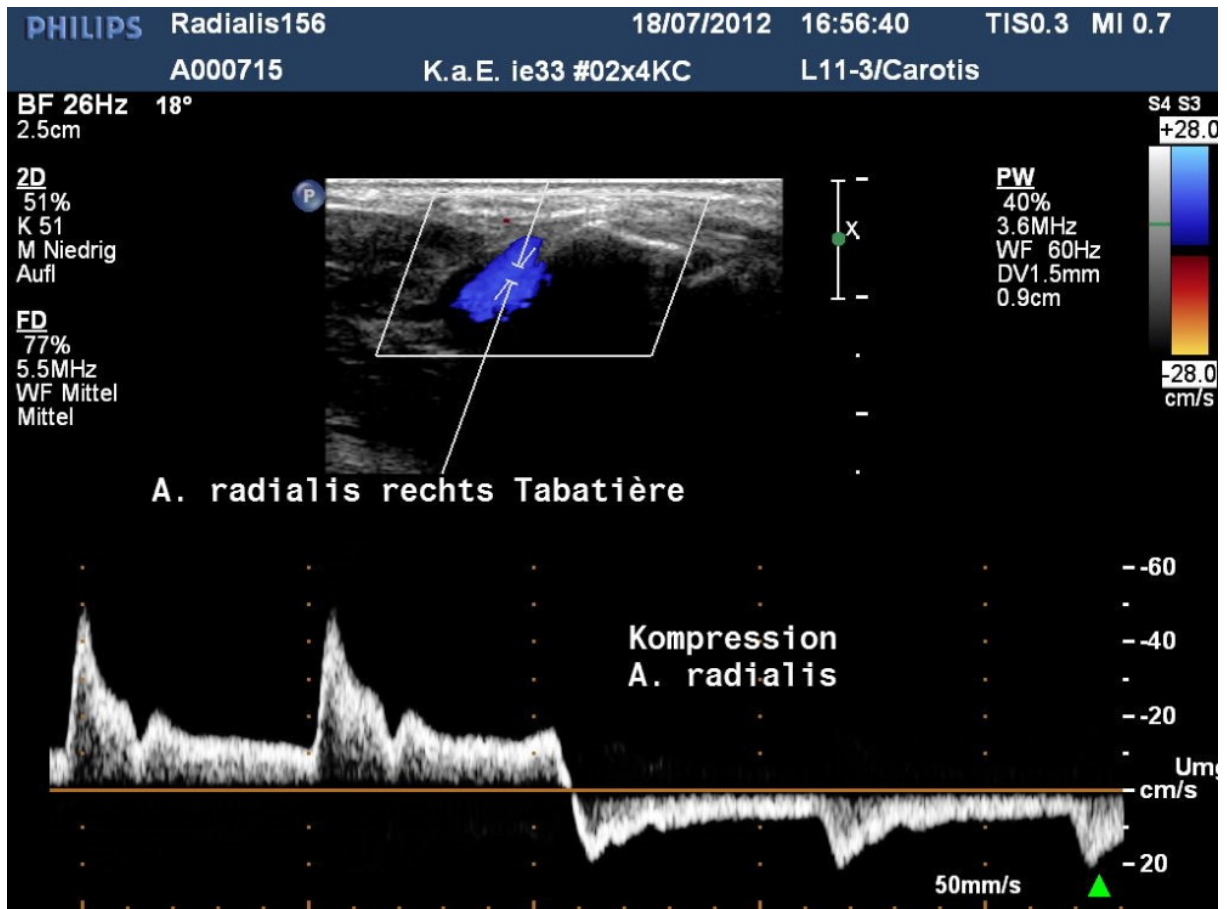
Sonografische Darstellung der A. radialis auf Höhe der Handwurzel in der Tabatière (Eingang zum Arcus palmaris profundus), Kombination von B-Bild (B = brightness) mit farbcodierter Duplexsonografie im oberen Bildteil sowie pulsed-wave- (pw-) Dopplersonografie im unteren Bildteil. Das B-Bild stellt ein Schnittbild in Graustufen dar. Dem B-Bild überlagert ist die rautenförmige „Farbbox“, in der Flussgeschwindigkeit und -richtung entsprechend der Skala am rechten Bildrand farbig dargestellt werden; die blaue Farbe zeigt einen Fluss auf den Schallkopf zu an (vergleiche hierzu auch Abbildung 6). Die pw-Doppler-Spektralkurve zeigt zunächst einen antegraden (vom Schallkopf weg gerichteten, daher die negativen Geschwindigkeitswerte) Fluss, nach Kompression der A. radialis am Handgelenk kommt es zur Flussumkehr durch die Durchblutung des Arcus palmaris profundus aus der A. ulnaris (vergleiche hierzu Abb. 3). Erstveröffentlichung dieser Abbildung in [58], Verwendung mit freundlicher Genehmigung durch Springer.
